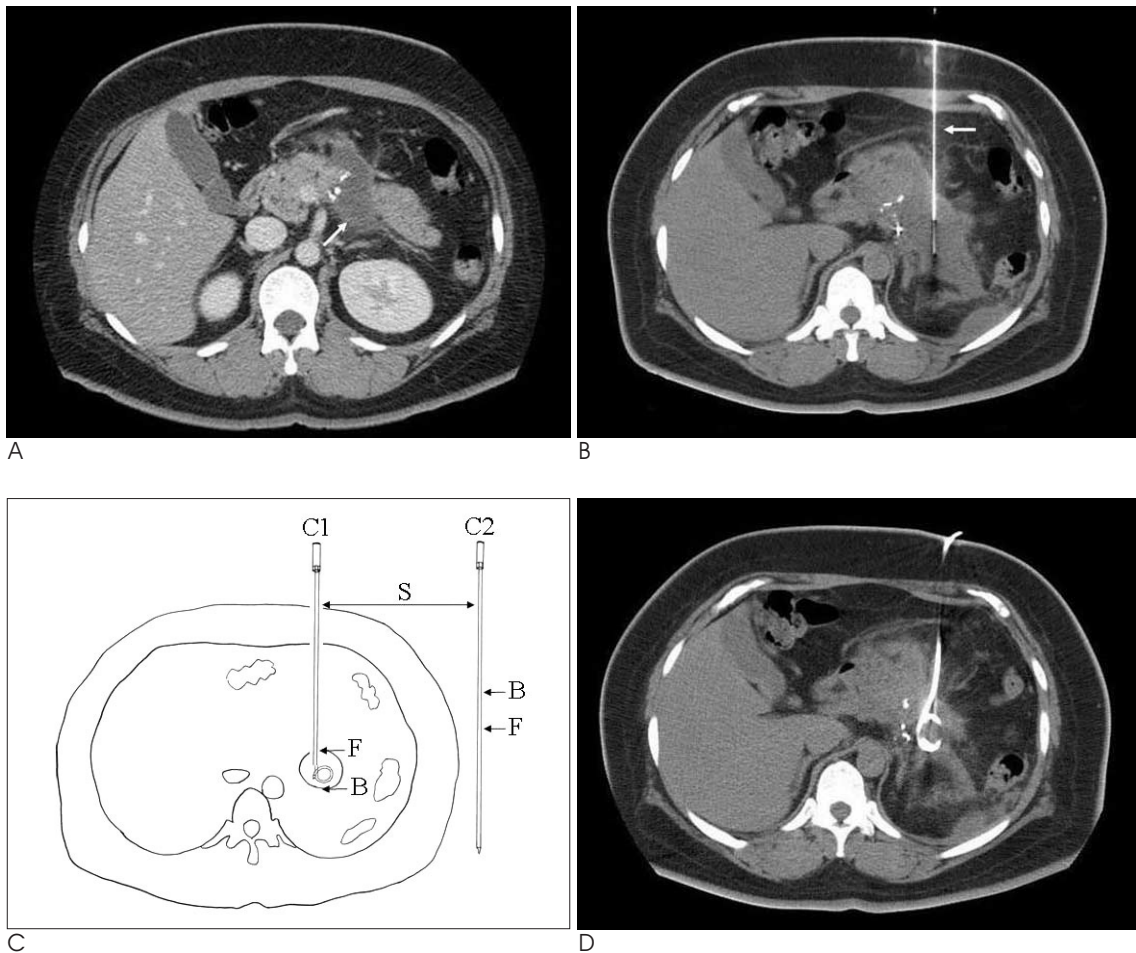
Steps of CT-guided catheter placement for deep-seated small fluid collection using modified Seldinger technique.
